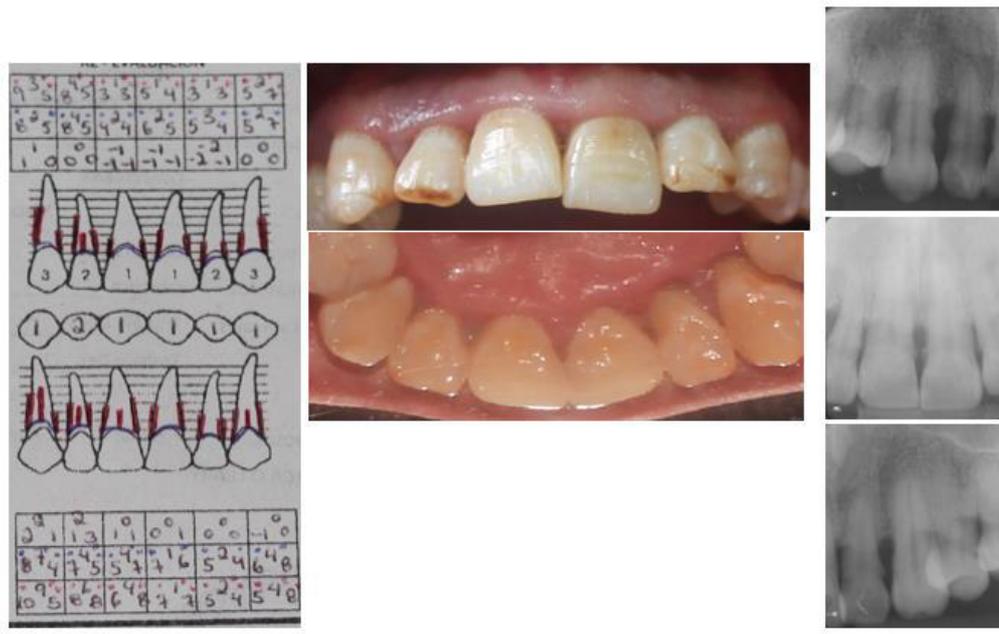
Figura 6a. Periodontograma inicial – fotografías intraorales iniciales – radiografías iniciales, sextante 2.
